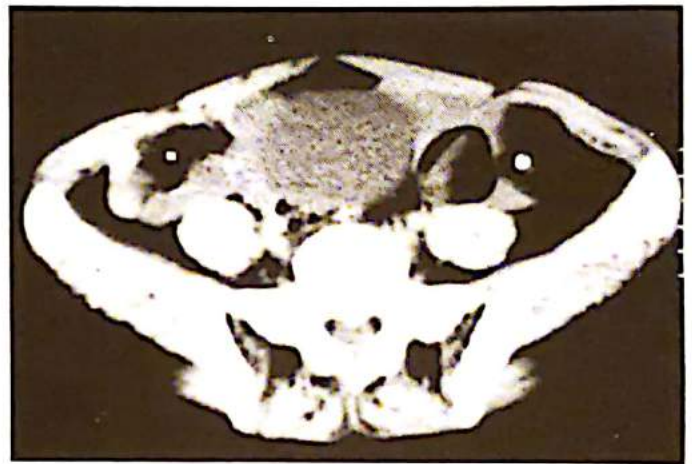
Tomografía pélvica. Corte a nivel de ovarios.
